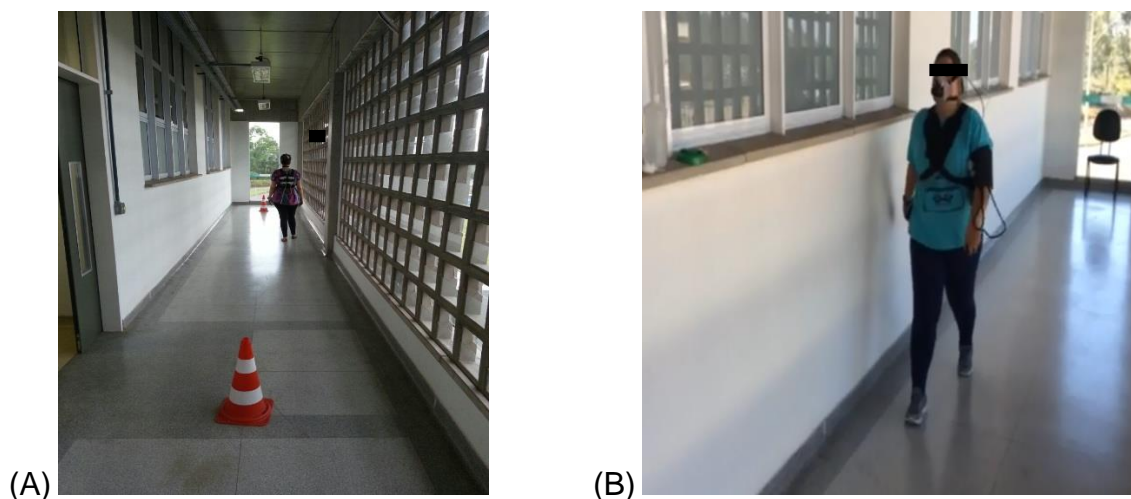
Ilustrações de uma voluntária realizando o teste de caminhada de caminhada incremental (TCI) em (A) e o de seis minutos (TC6) em (B) com uso concomitante do ergoespirômetro portátil.
